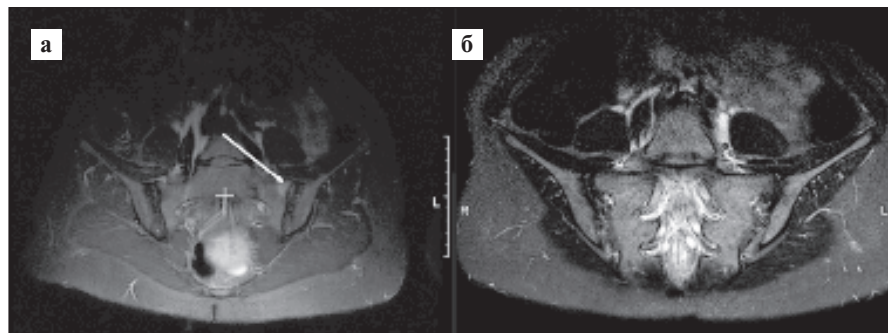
Больная Б., 31 года. МРТ КПС в режиме T2 STIR (март 2021 г.): а — визуализируются признаки активного левостороннего СИ (белая стрелка); б — через год (март 2022 г.) признаки остейта отсутствуют
